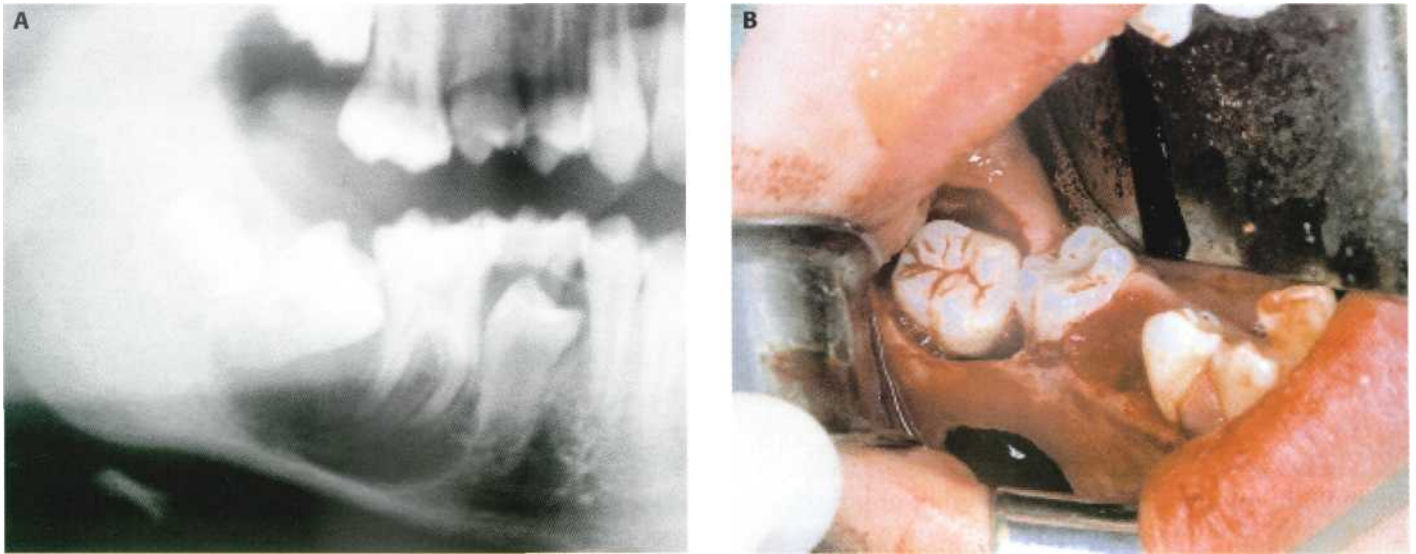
Reubicación del 4.7. (A) Detalle de la ortopantomografía preoperatoria en la que se visualiza la inclusión del 4.7 y 4.8 y la presencia de un quiste óseo traumático en la zona apical del 4.6. (B) Extracción del 4.8 y el 8.5 y enderezamiento del segundo molar inferior derecho.
